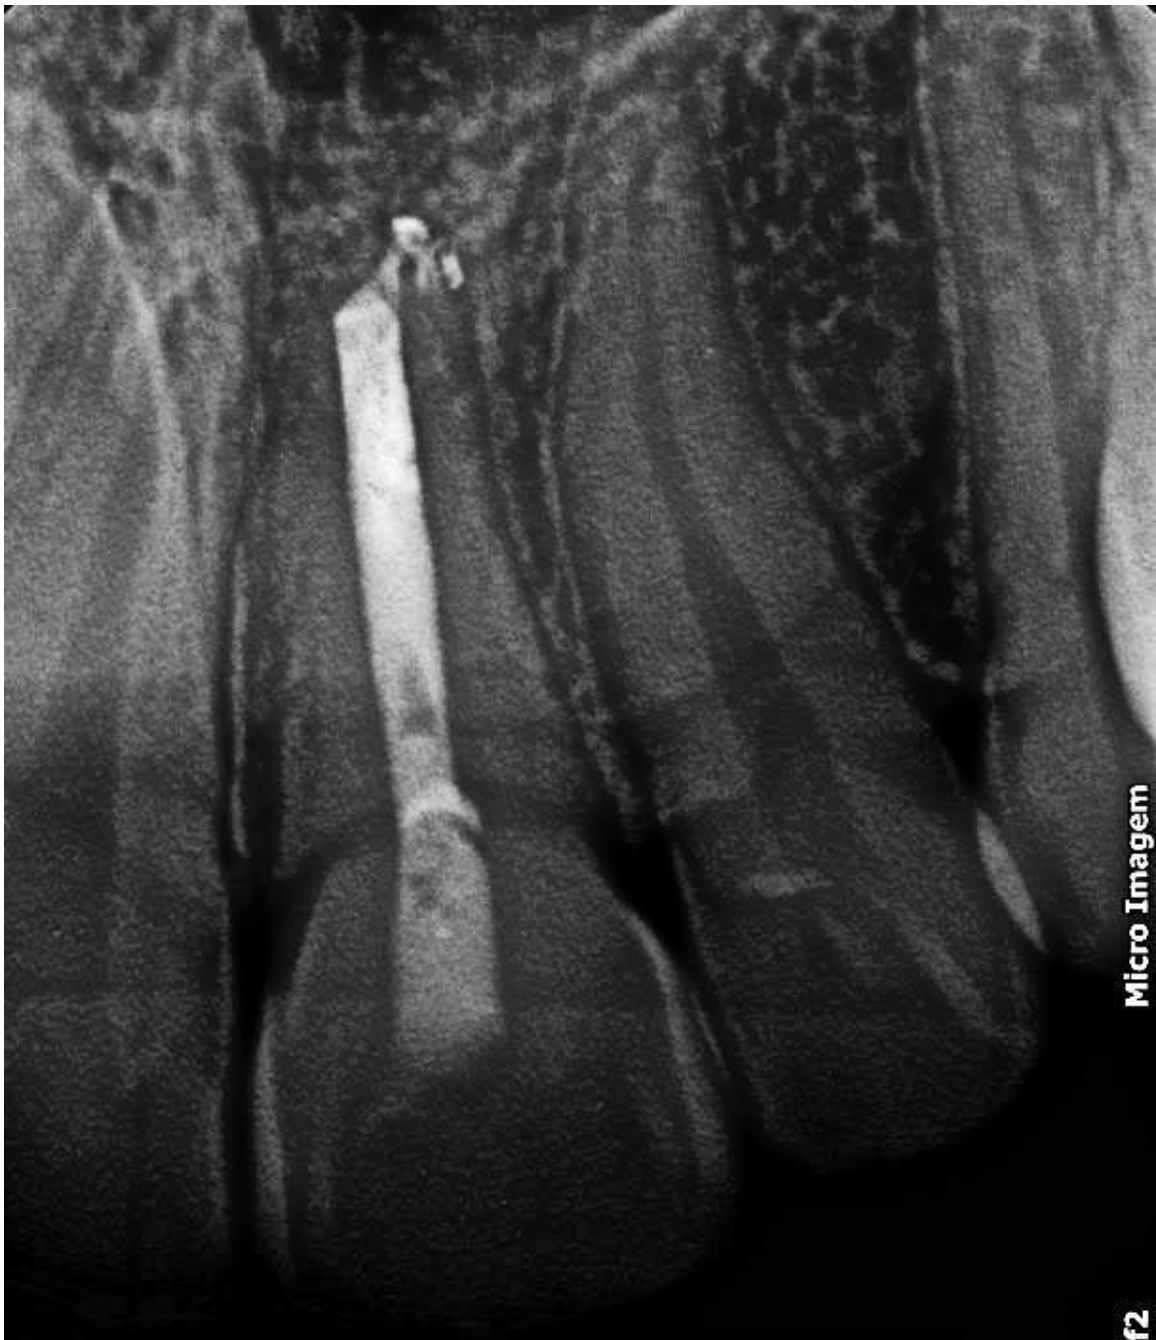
Radiografia final.
